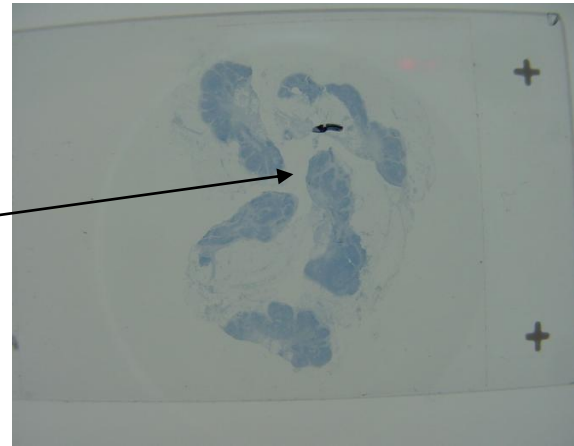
Melan A. Wurde sonographisch klar als maligne erkannt; die FNAC war jedoch negativ, ebenso die Tyrosinase-PCR.
